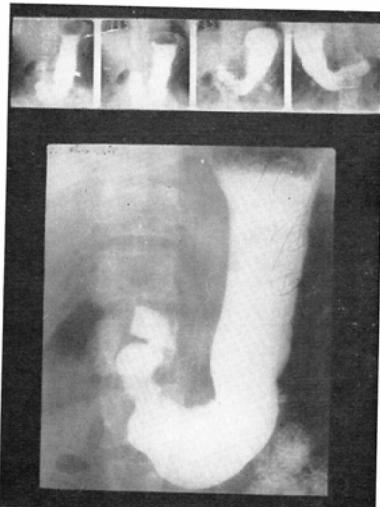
Case 13. defect of Angulus (over miniature, under. rutine X-ray) cancer
